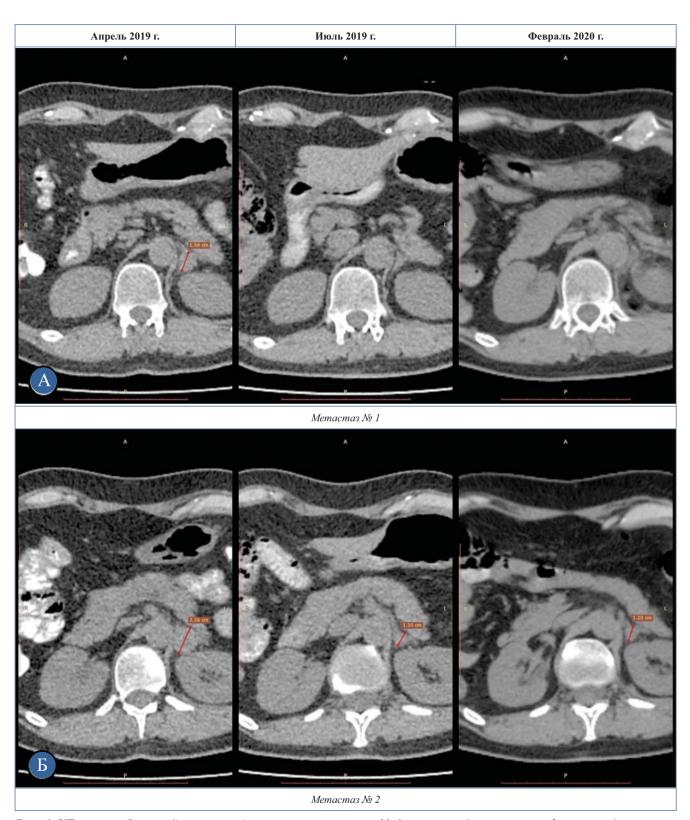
КТ органов брюшной полости: A — регресс метастаза № 1 в левом надпочечнике на фоне проведения иммунотерапии; F — уменьшение размера метастаза № 2 в левом надпочечнике в процессе проведения иммунотерапии
